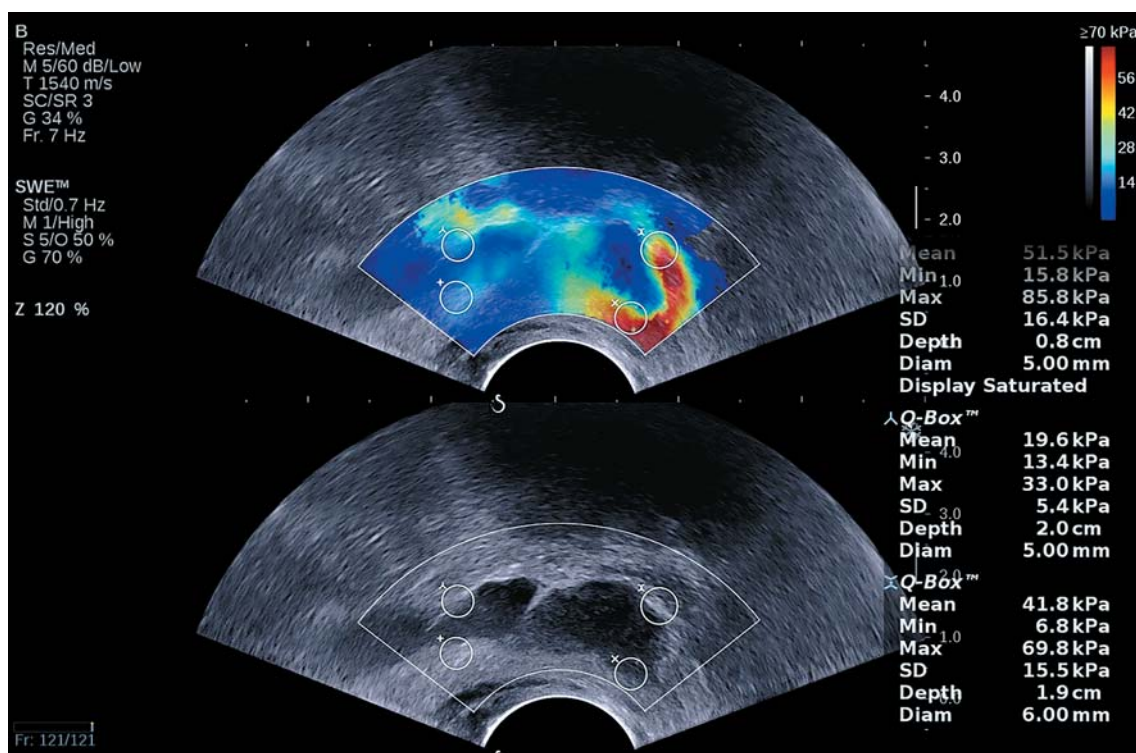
Клиническое наблюдение № 3. Эластография сдвиговой волной семенных пузырьков при ТРУЗИ. Повышение жесткости стенки левого семенного пузырька.
